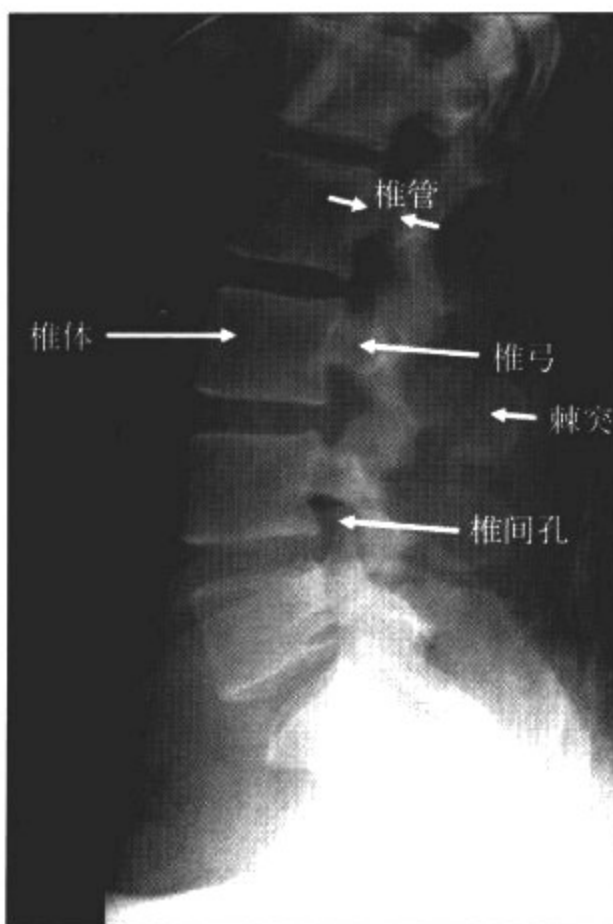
正常椎管 X 线平片(腰椎侧位像)
